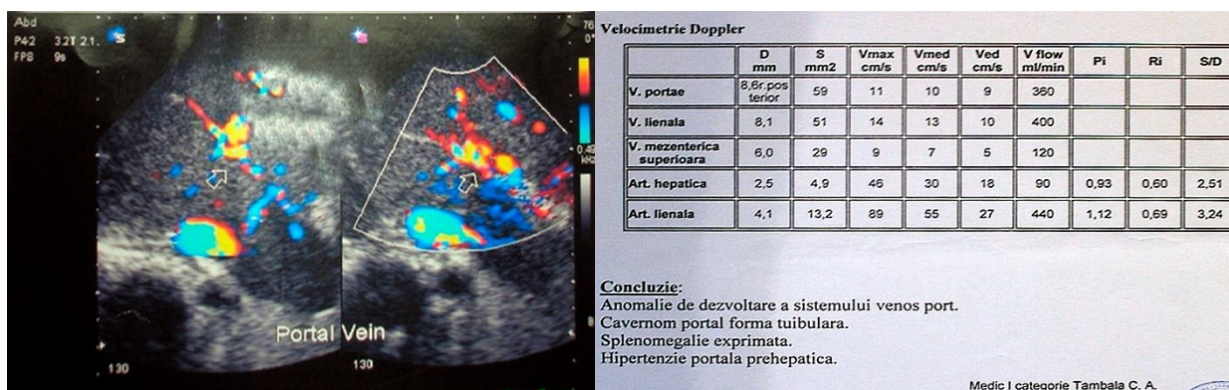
Doppler Duplex color a patului prehepatic cu aprecierea indicilor în HT
